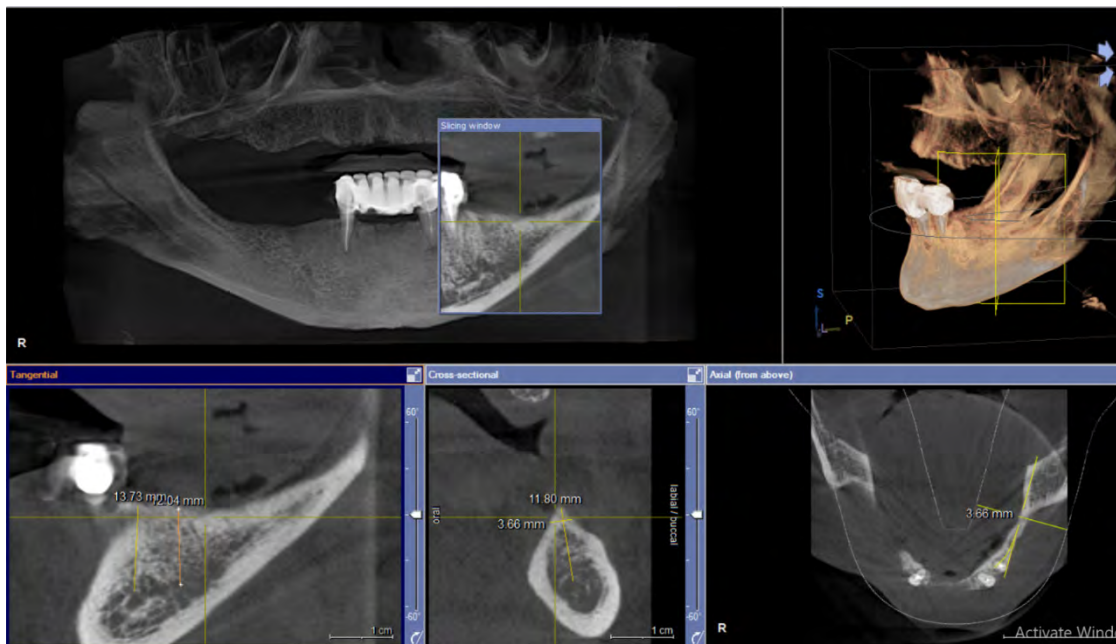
Prerje e CBCT dhe distancat në zonën distale mandibulare majtas.
